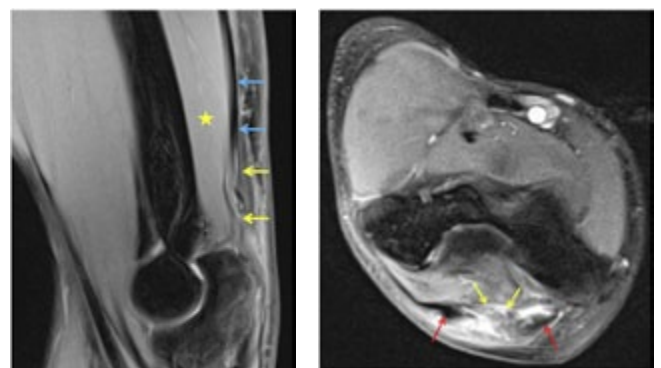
Coupes IRM sagittale et axiale du coude en séquence pondérée T2 avec saturation de la graisse. Lésion de grade III du muscle triceps brachial (étoile jaune), avec discontinuité des fibres tendineuses centrales en hypersignal T2 (flèches jaunes) et petite rétraction du moignon tendineux proximal (flèches bleues). Fibres tendineuses périphériques résiduelles (flèches rouges).
